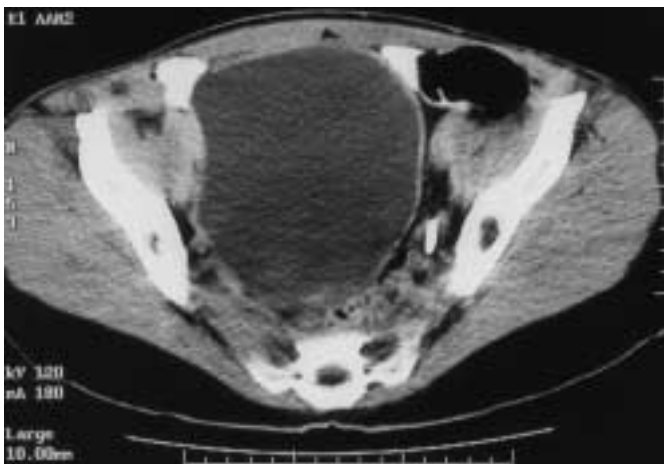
Abdomen-CT: Retroperitoneales Lymphangioliomyom: große, mit chylöser Flüssigkeit gefüllte Zyste im kleinen Becken.
